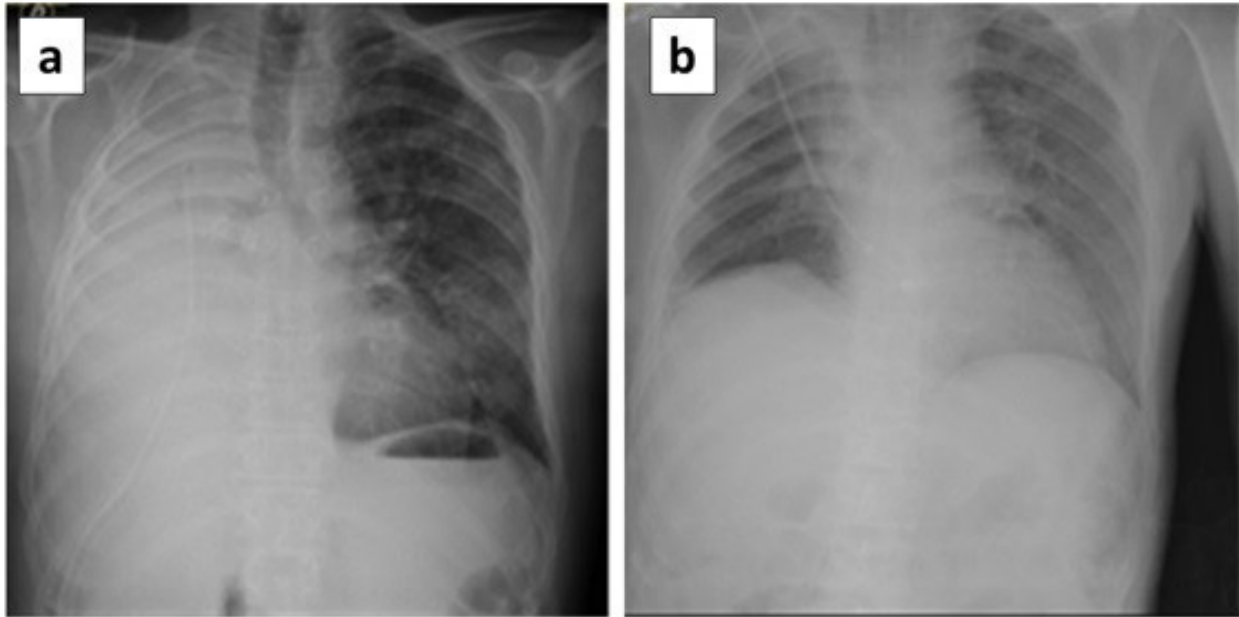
a) radiografía de tórax al ingresar en la UCI (48 horas tras la operación). b) radiografía de tórax en el momento del alta de la UCI (35 días tras la operación)
